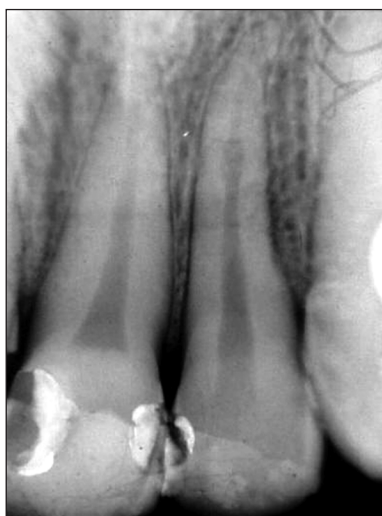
RTG zuby 21 - vnitřní resorpce spolu se zevní v oblasti gingivální třetiny kořene v době stanovení diagnózy.
